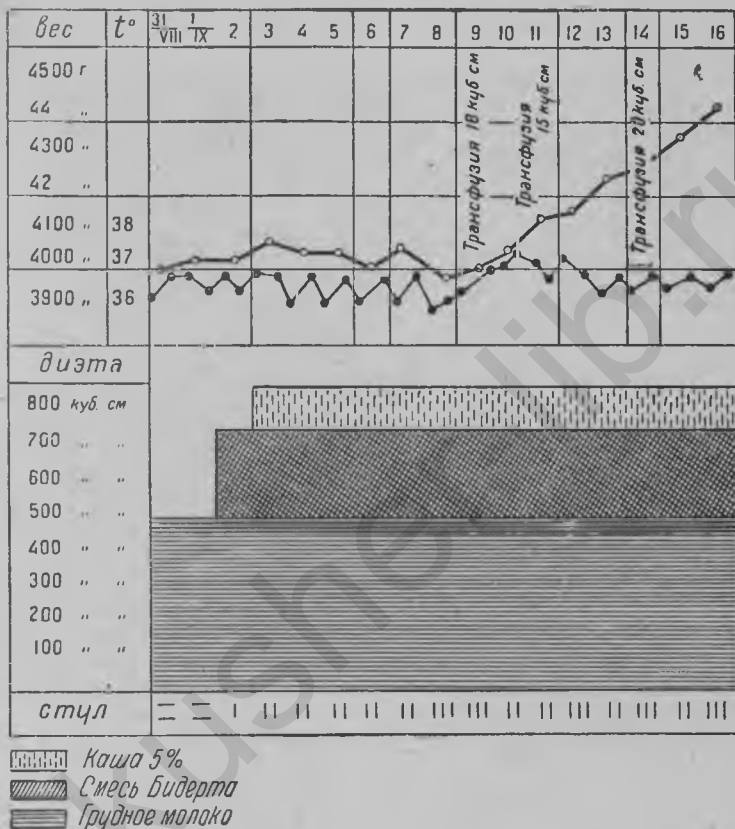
Положительный эффект от трансфузий крови матери атрептику 7 месяцев. (Собств. набл.)
